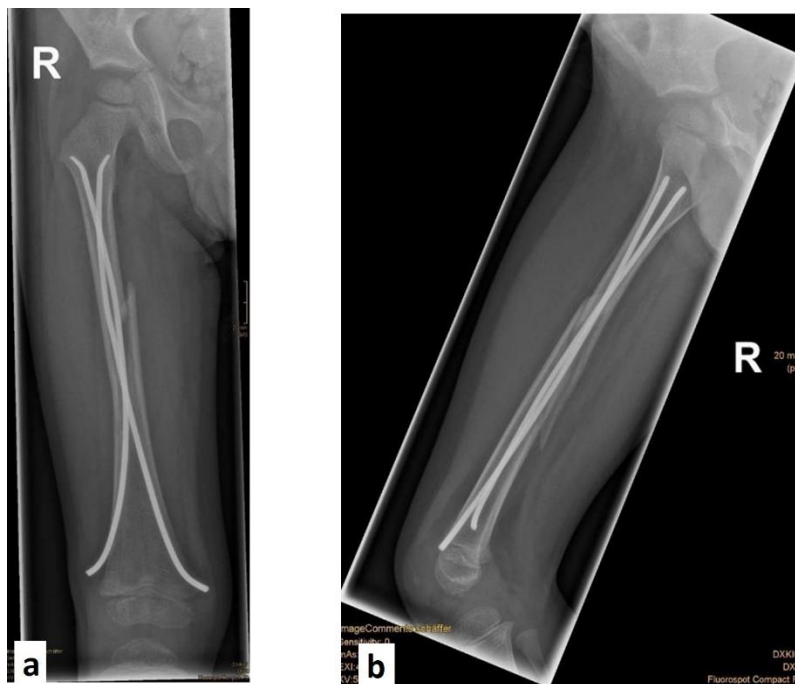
Röntgen nach Frakturversorgung mittels ESIN
